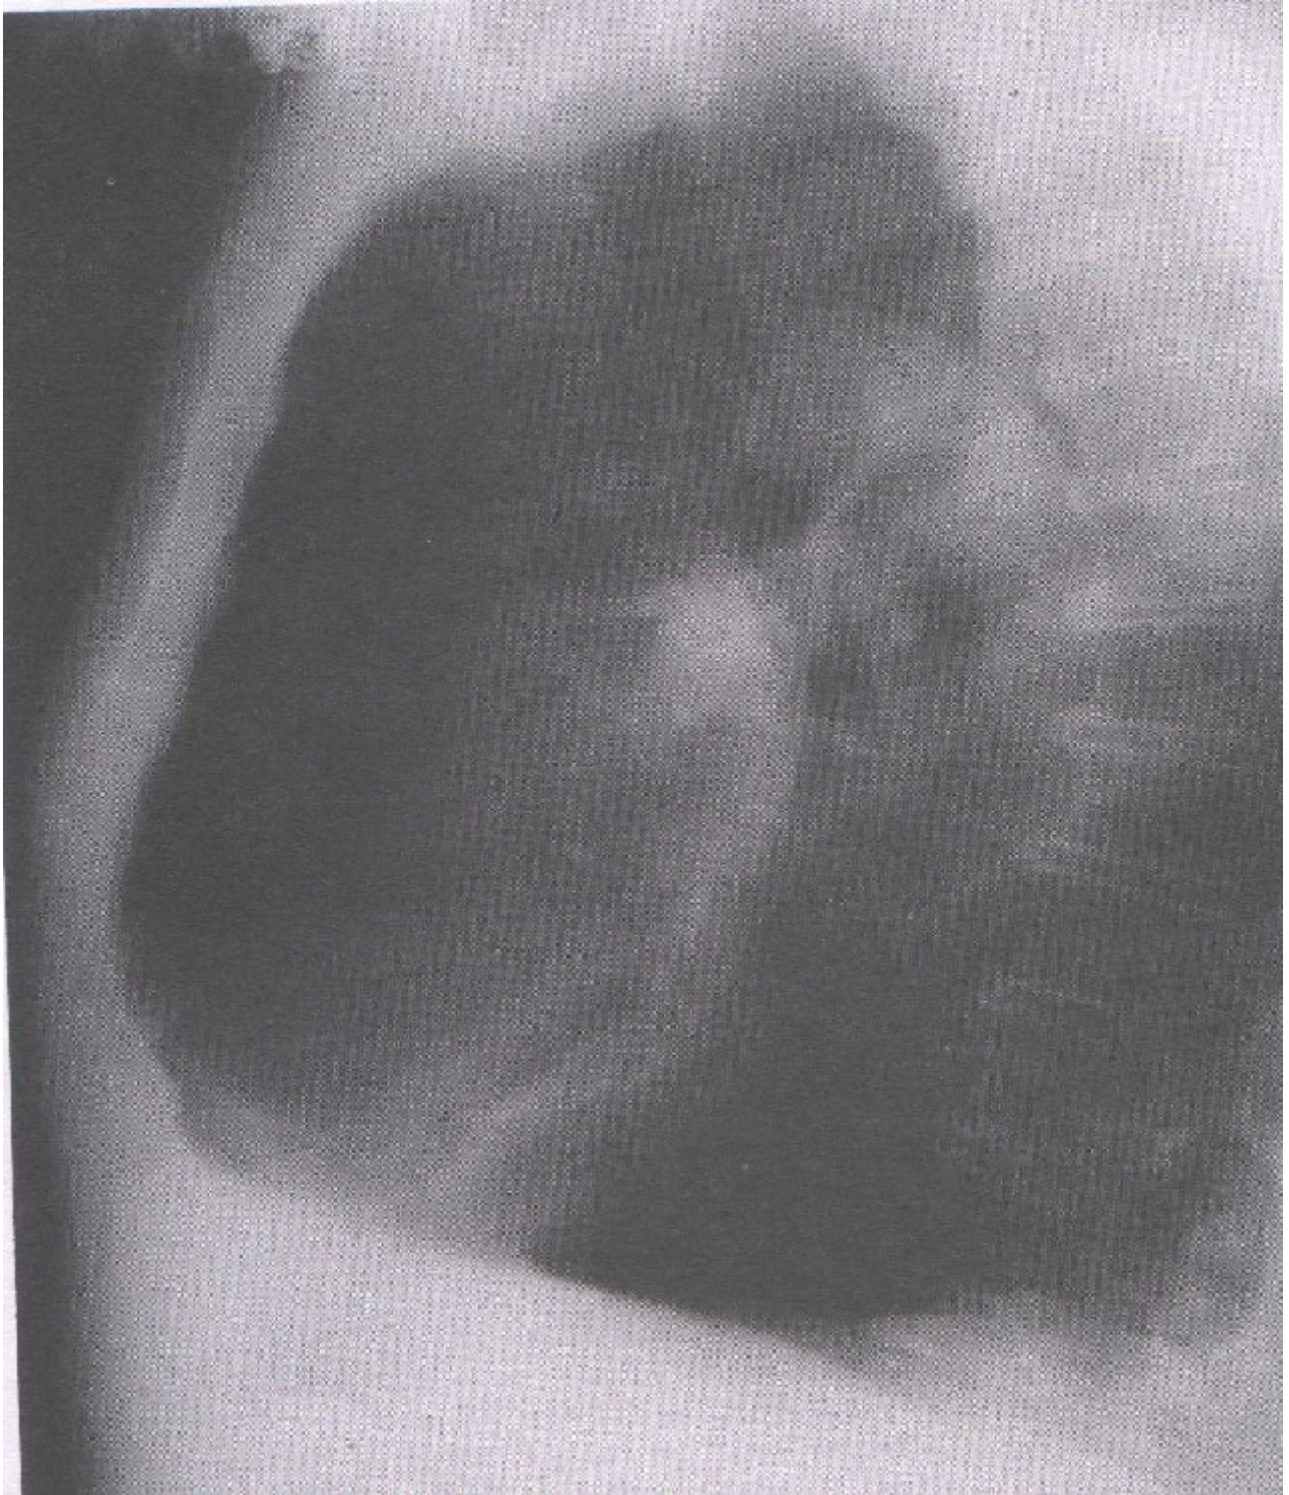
Radiographie de profil au cours d'un emphysème panlobulaire
